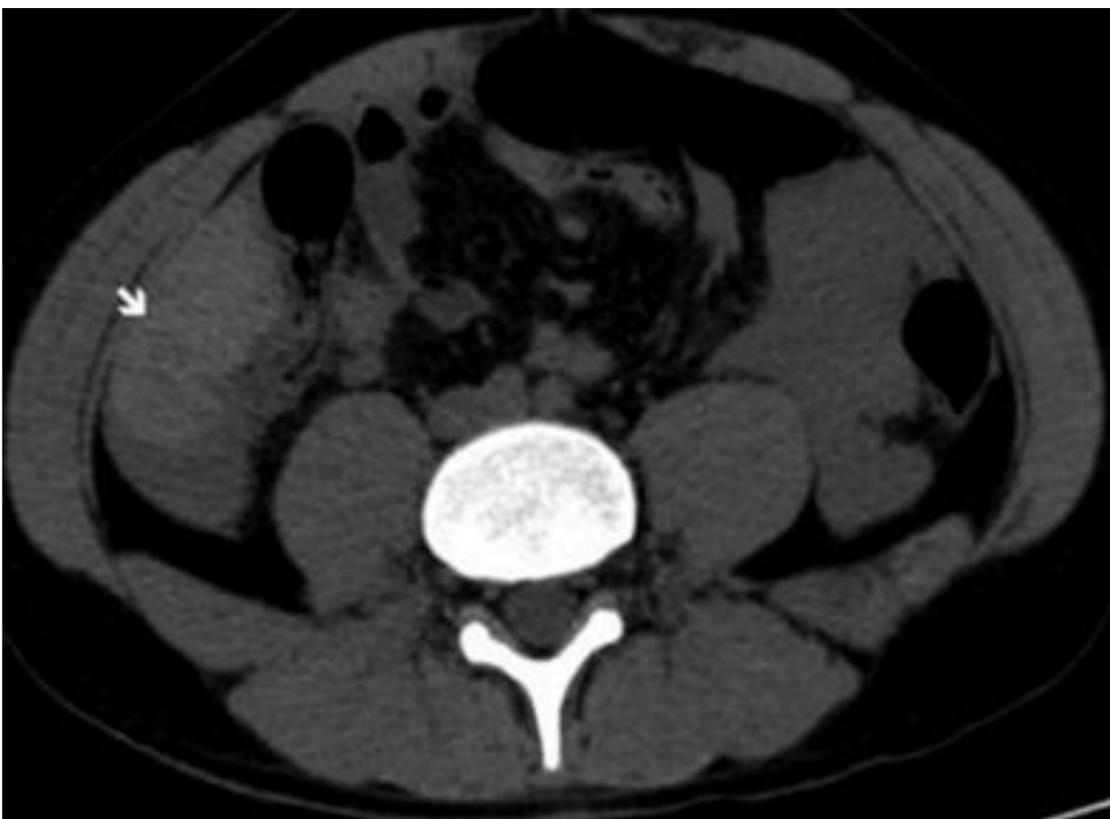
TC sin contraste que evidencia el signo del "coagulo centinela" como el sitio de mayor densidad que orienta hacia el origen del sangrado.
